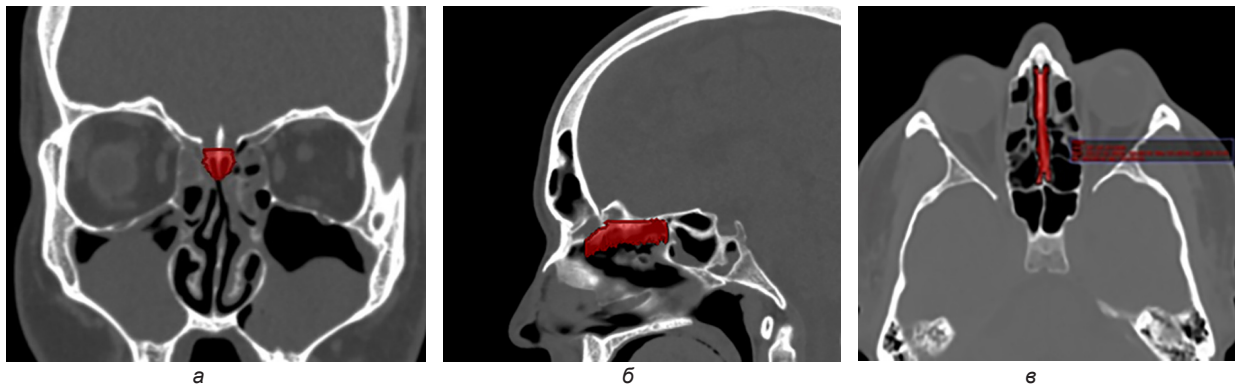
Пространство обонятельной щели при КТ-исследовании
